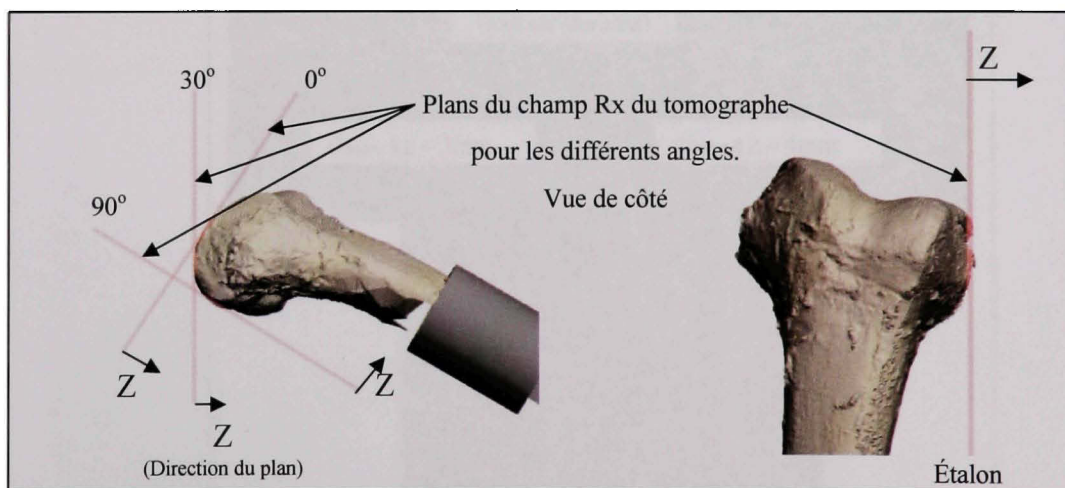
Plan du champ du tomographe en fonction de la position.
